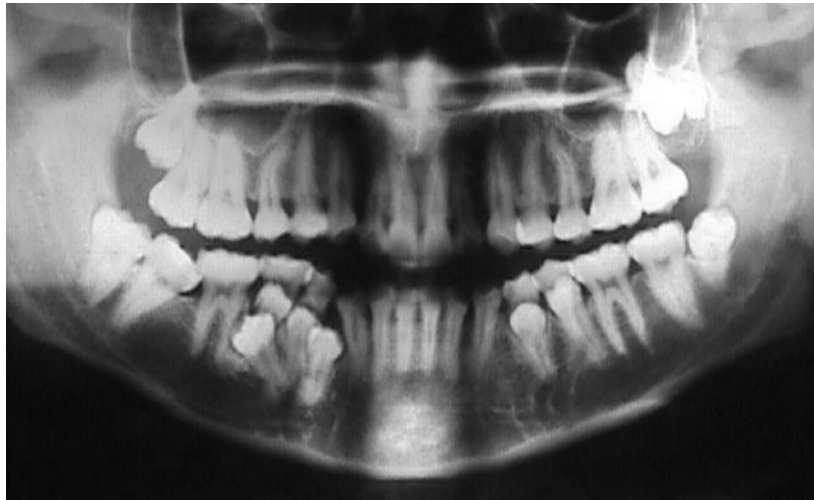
Radiografía panorámica en la que se observan múltiples dientes supernumerarios en la zona de premolares mandibulares (derecho e izquierdo), y un distomolar en la zona posterior maxilar izquierda. Cortesía Od. G. Di Santi
